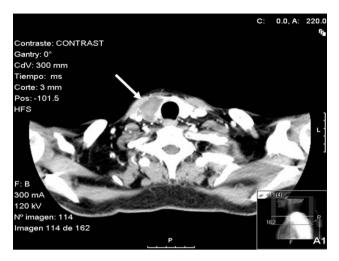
Tomografía computarizada de cuello con contraste en la que se aprecia lesión hipodensa dependiente de lóbulo tiroideo derecho.
